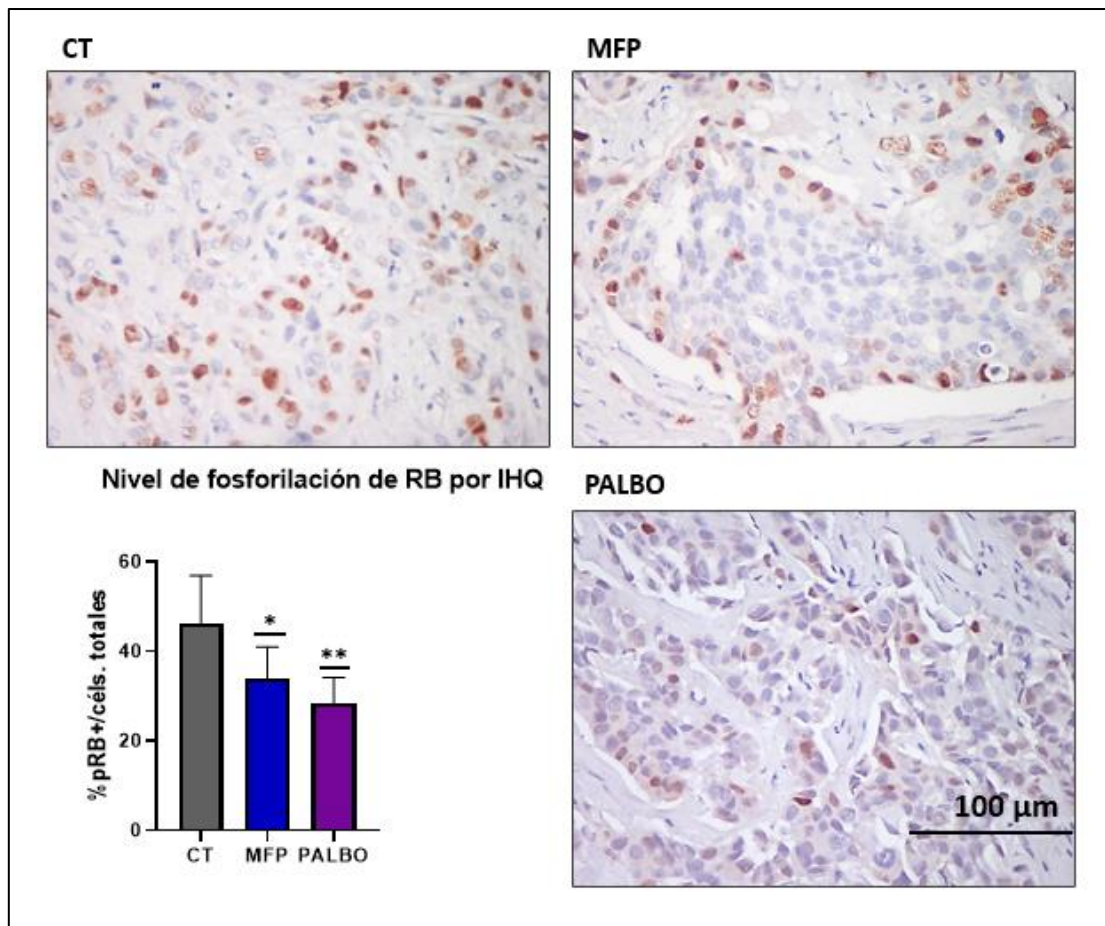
Figura R-23. Efecto de las terapias simples MFP y PALBO sobre los niveles de pRB del PDX-685. Imágenes representativas de las IHQ para pRB de los tumores tratados por 23 días. Contraintinción: Hematoxilina. Se cuantificaron las células tumorales positivas para la marca en función del total de células tumorales por campo. Se muestra $\bar{X} \pm DE$ de 10 campos tomados al azar (abajo izquierda). CT: Control. *: $p < 0,05$; : $p < 0,01$.
